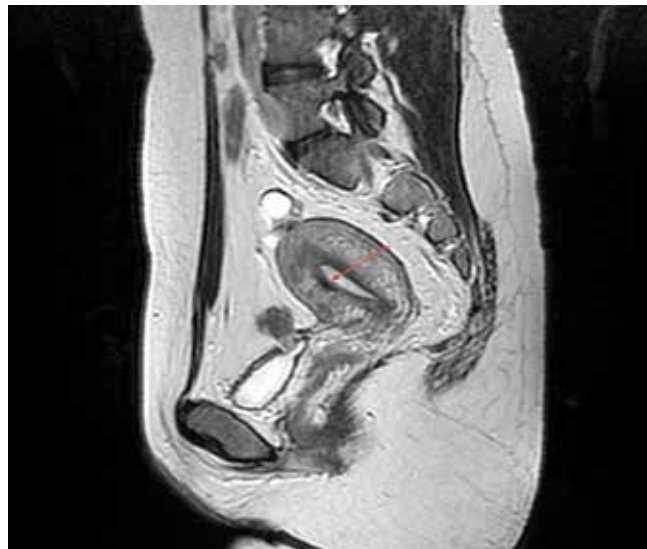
Магнитно-резонансная томография органов малого таза через 3 мес после гистерорезектоскопии: ложе удаленной опухоли (указано стрелкой)
